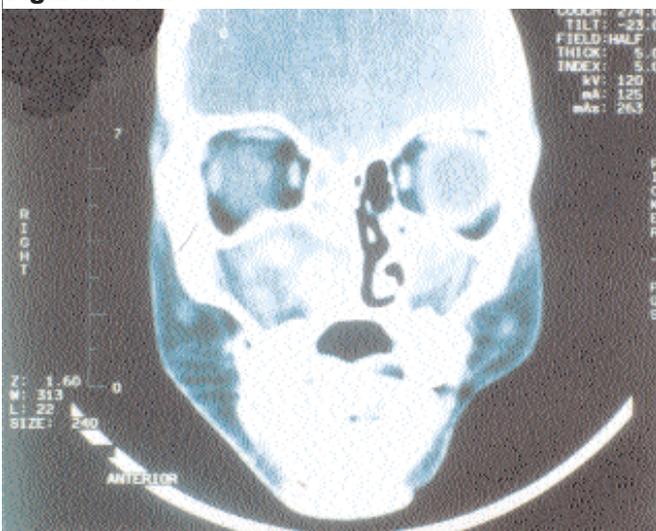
y Figura No. 4. demuestran cortes sagital y coronal, respectivamente, de TAC del segundo caso. Se observa seno imagen de contorno regular, densa, homogénea en la nasofaringe y que ocupa la totalidad de la fosa nasal derecha y se extiende hacia el seno maxilar.
